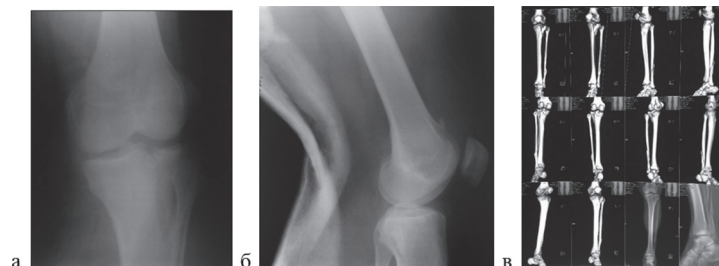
Пациент Б., 37 лет: а – предоперационная рентгенограмма левого коленного сустава в прямой проекции; б – предоперационная рентгенограмма левого коленного сустава в боковой проекции; в – предоперационное КТ-исследование левой нижней конечности
